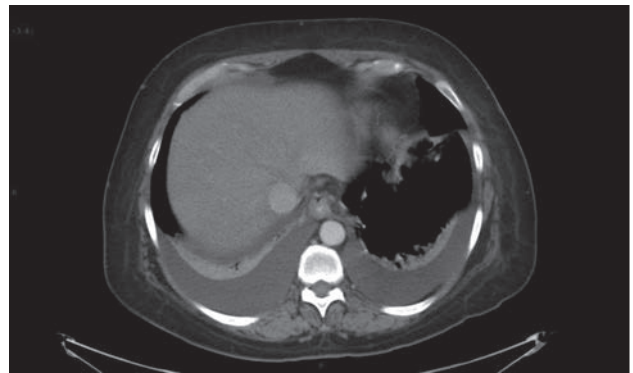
TAC de abdomen en cortes superiores con derrame pleural bilateral.
